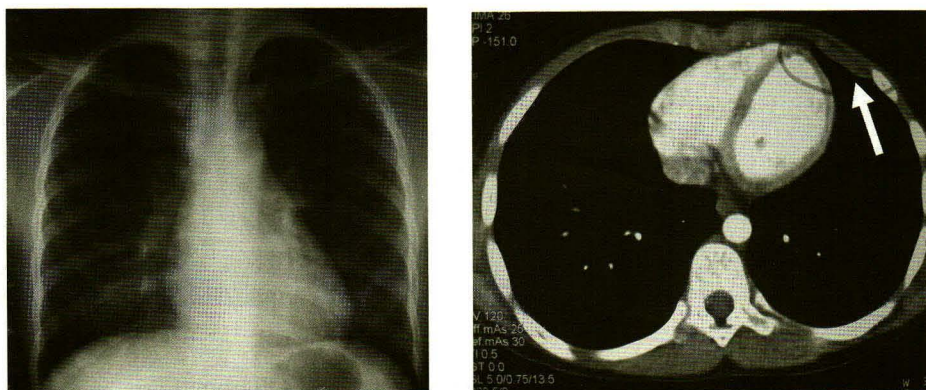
3B. Chest roentgenogram performed at one week after treatment showed dramatic decrease of left pleural effusion (Figure 3A). Computed tomography of the chest (3B) performed at 3 months after treatment showed decrease of left pleural effusion with residual pleural masses (Arrow).
